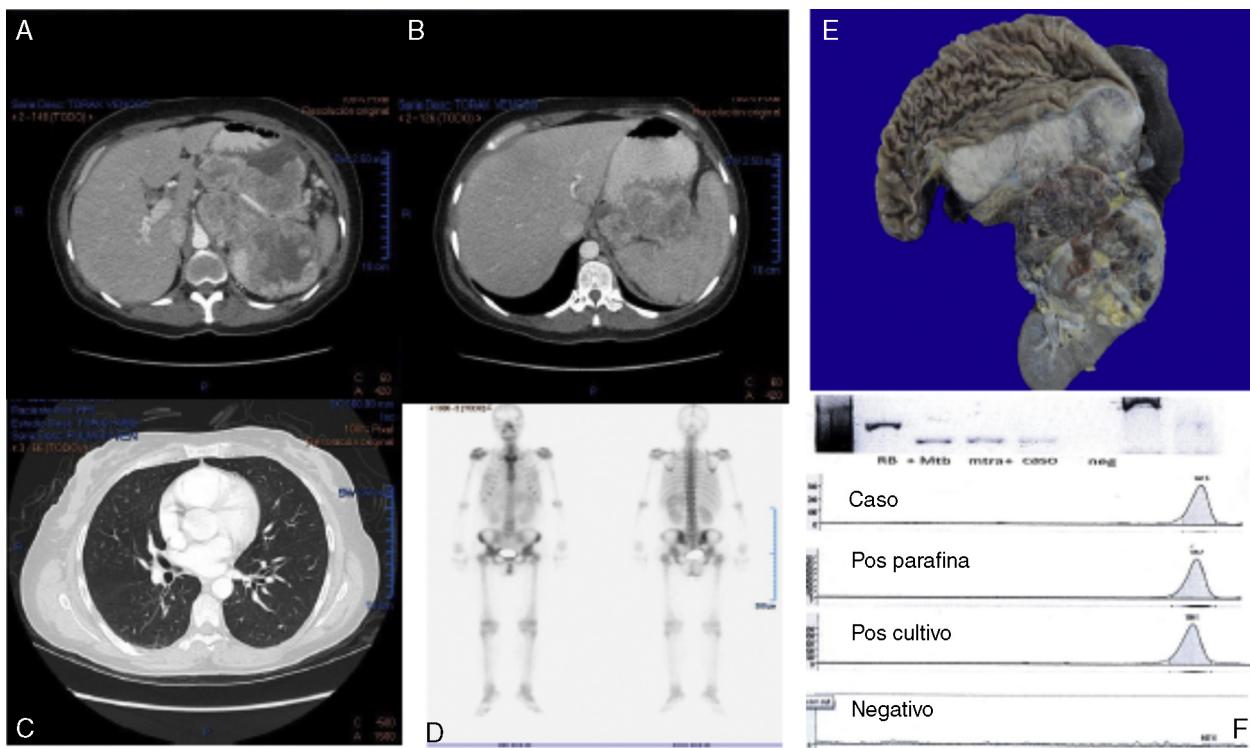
A, B: urotomografía con lesión dependiente de tercio medio y superior del riñón izquierdo, lobulada, heterogénea, con reforzamiento de $13 \times 13.6 \times 11$ cm, que encajona vena y arteria esplénicas, invade vena renal izquierda, infiltra bazo, estómago, glándula suprarrenal izquierda, cuerpo y cola de páncreas. Confluencia y vena cava permeables. Ganglios parahiliares, el mayor de 1.5 cm. C: parénquima pulmonar con múltiples granulomas calcificados bilaterales. D: gammagrama con $99m\text{Tc}$ ABP, negativo para metástasis óseas. E: pieza macroscópica. F: reacción en cadena de la polimerasa positiva para tuberculosis.
